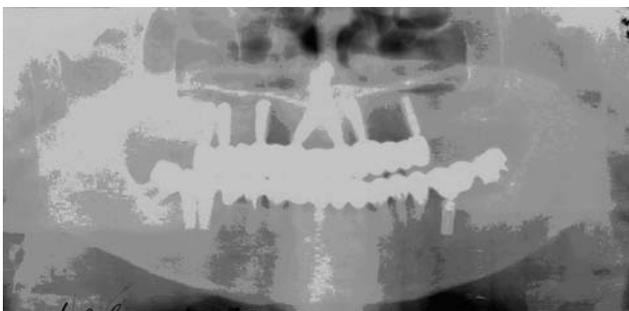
Рентгенограмма больной Л. через 4 года после зубного протезирования.
